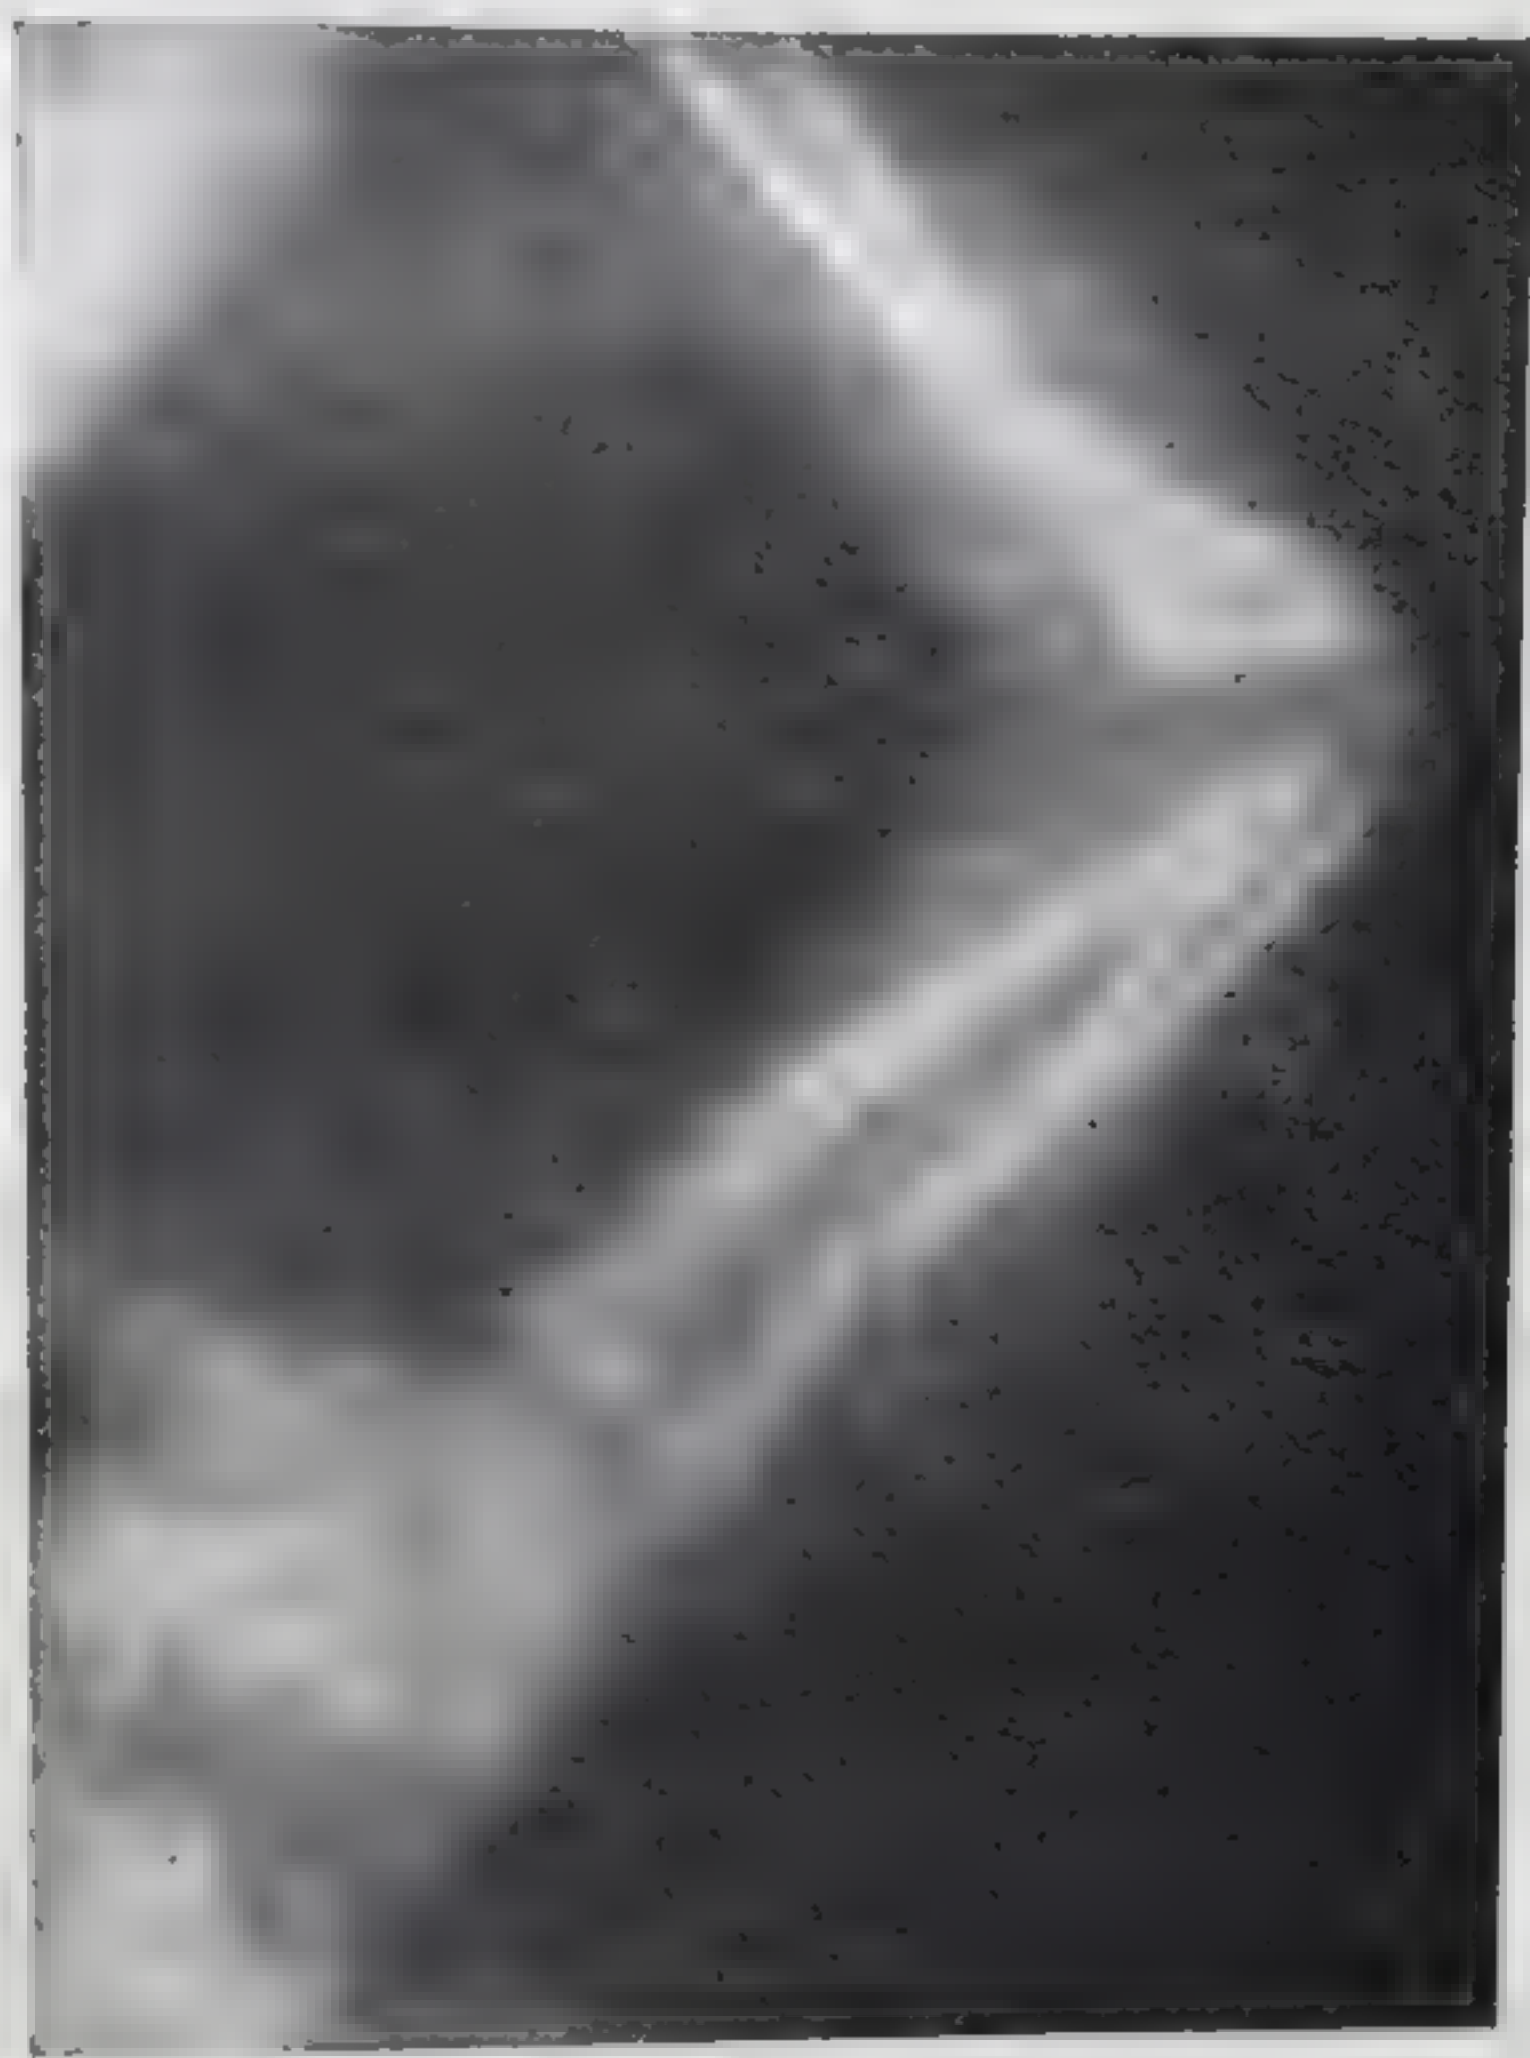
Врожденная ломкость костей. Рентгенограмма ребенка 12 дней. Видны переломы плеча и предплечья.
